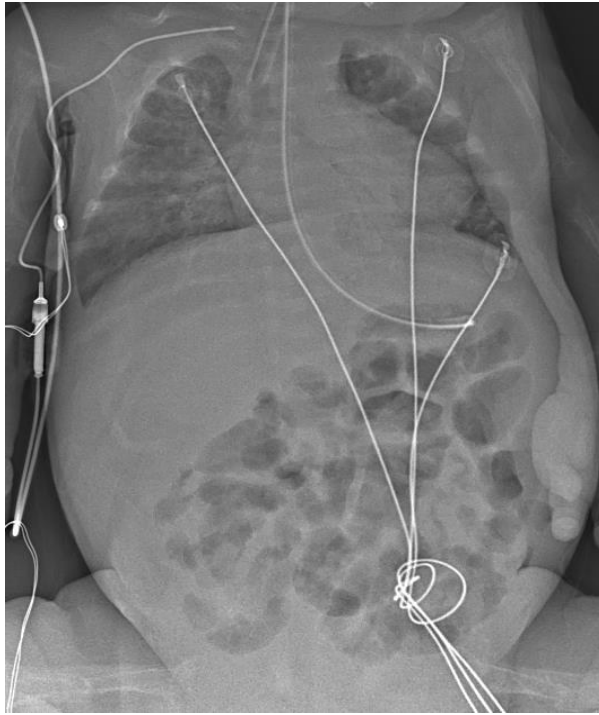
Пациент Т. с БЛД (И/б №85835/А20). На микрофокусной рентгенограмме определяются признаки гиповентиляции, усиления и деформации легочного рисунка
